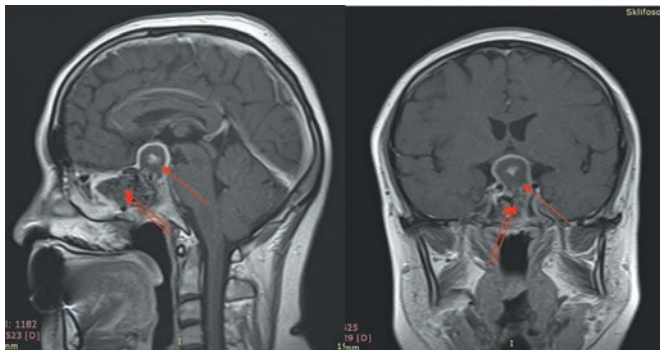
МРТ с контрастным усилением больной У., 46 лет (сагиттальная и коронарная проекции): объемное образование эндосупраселлярной области (указано стрелкой), неоднородное содержимое в основной пазухе (указано двойной стрелкой).
